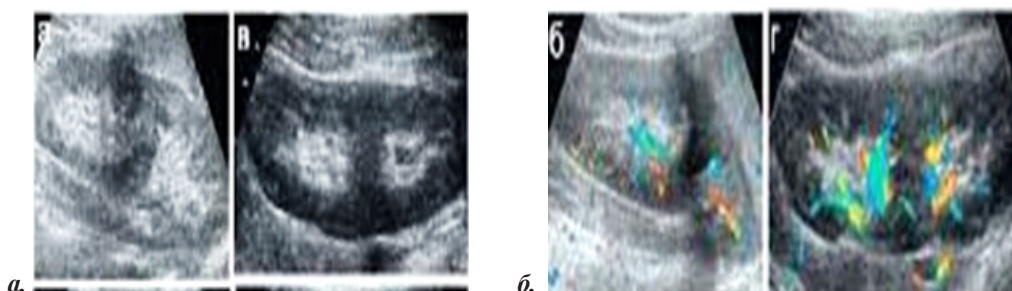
а) УЗИ неполного удвоения почек
